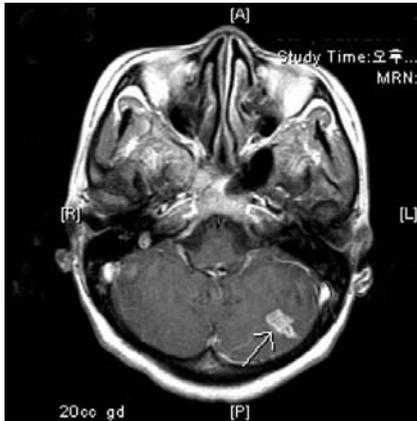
Septic emboli in Brain MRI. An enhancing nodule (arrow) in left cerebellum is noted.
